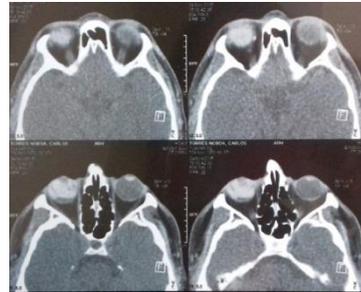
TAC DE ORBITA SIMPLE (HCAM). Calcificación marginal hipodensa medial del globo ocular derecho.
